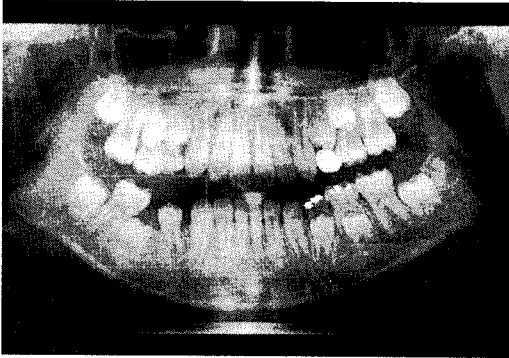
증례 1의 처치 8개월 후 방사선사진
